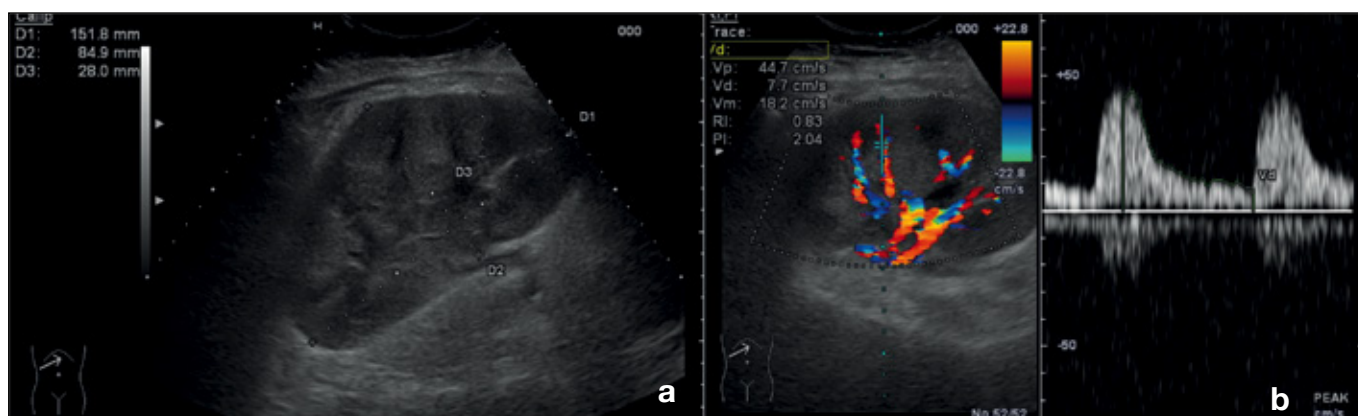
Ecografia b-mode in soggetto trapiantato di rene con pielonefrite acuta focale.
